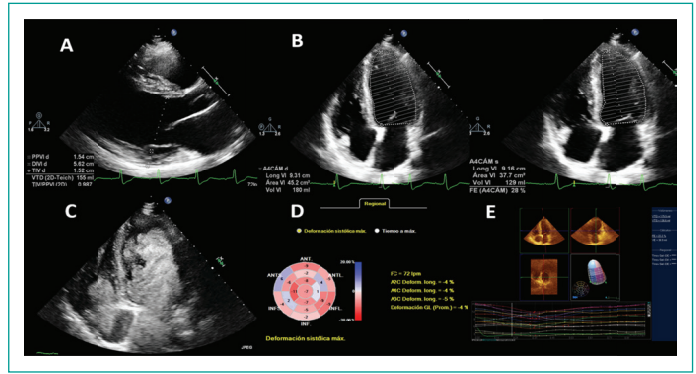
A) Paraesternal eje largo donde se observa la dilatación VI e hipertrofia. B) Apical 4C donde se observa volúmenes del VI incrementados y fracción de eyección de 28%. C) Apical 4C con administración de ecorealizador donde se corrobora hipertrofia global, sin presencia de trombos intracavitarios. D) Strain longitudinal global de -4%. E) FEVI 3d de 22%.
